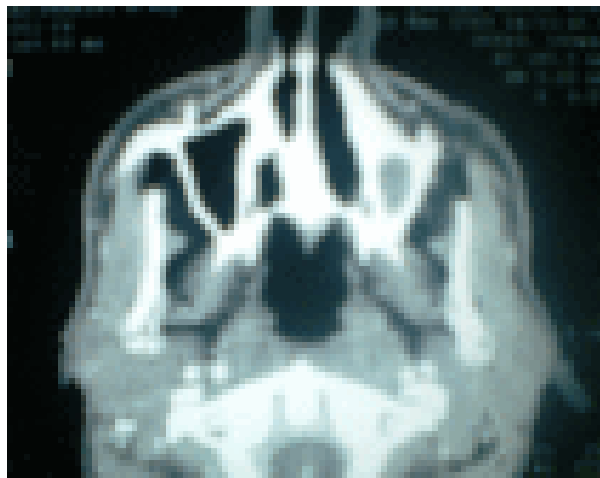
TDM de contrôle (TBC du cavum) montrant la régression totale des lésions tuberculeuses après traitement anti bacillaire.
